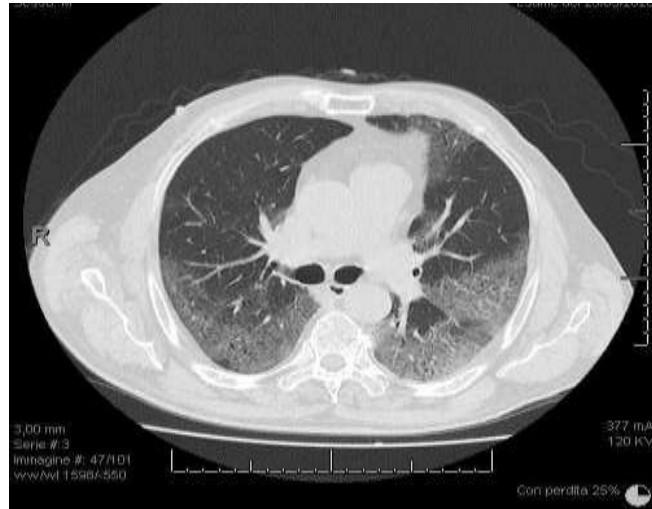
Tomografía simple de tórax del enfermo al cuarto día de iniciados los síntomas respiratorios
